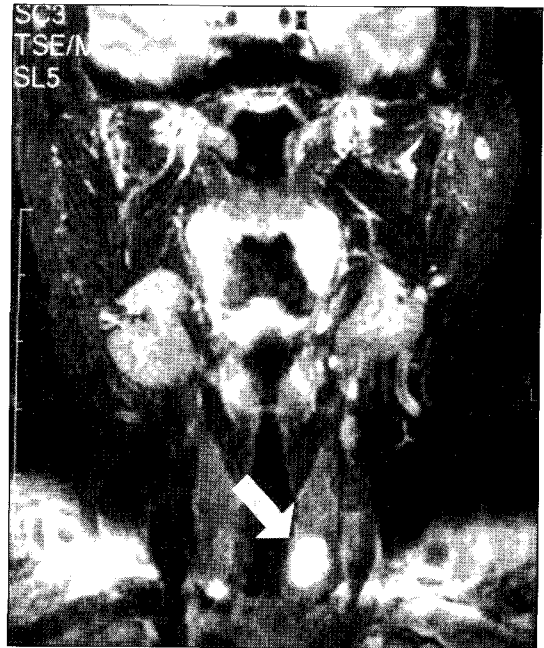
MRI of the neck in Cases #3 showing large parathyroidal mass(arrow head).
